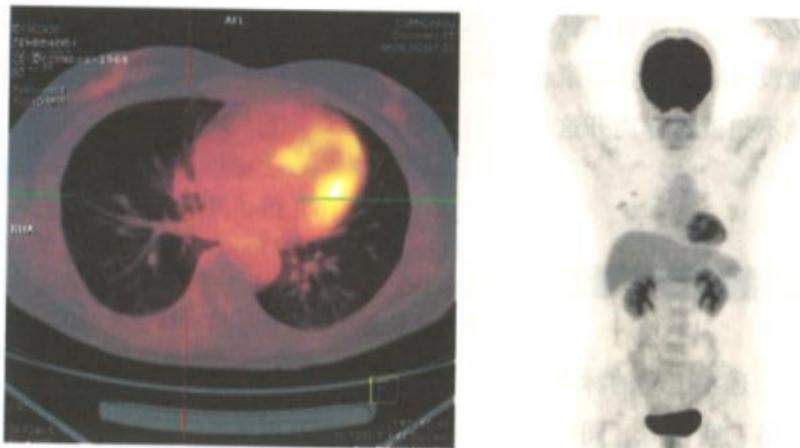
2017年1月13日，林口××医院PET-CT（影像号171D33F000×××）：
